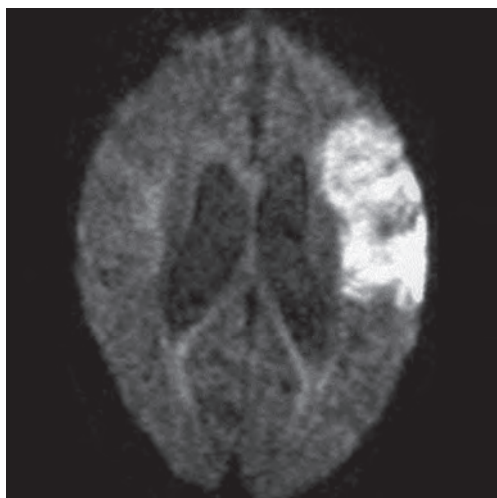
МРТ головного мозга. ДВИ при остром инсульте.
